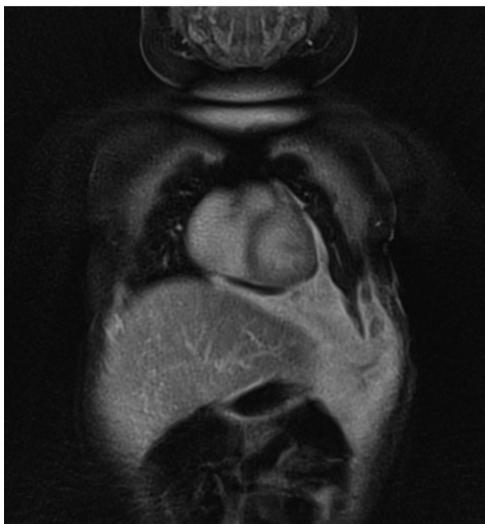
Chest magnetic resonance imaging revealed a vascular neoplasm involving pericardium, diaphragm, and chest wall (contrast enhanced T1 coronal image).
